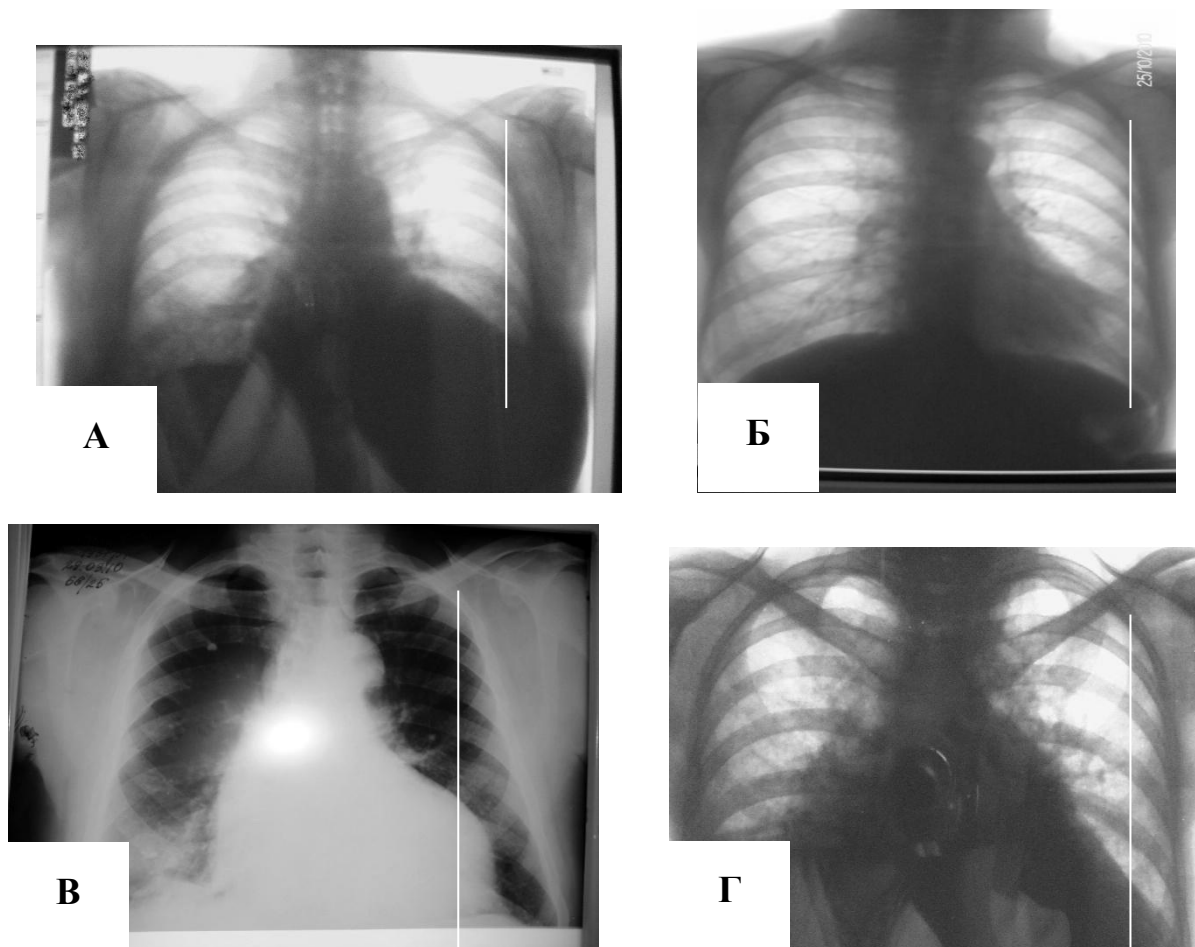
Рентгенограми: А. – хвора К. 50 р., (ЕхоКГ – помірна гіпертрофія лівого шлуночка). Б. – хвора Д. 70 р. (ЕхоКГ – незначна гіпертрофія лівого шлуночка). В. – хворий Г. 73 р., (ЕхоКГ – дилатація лівих відділів). Г. – хвора К. 47 р., Комбінована аортально-мітральна вада, значна гіпертрофія лівого шлуночка (ЕхоКГ – значне збільшення розмірів лівого шлуночка).
